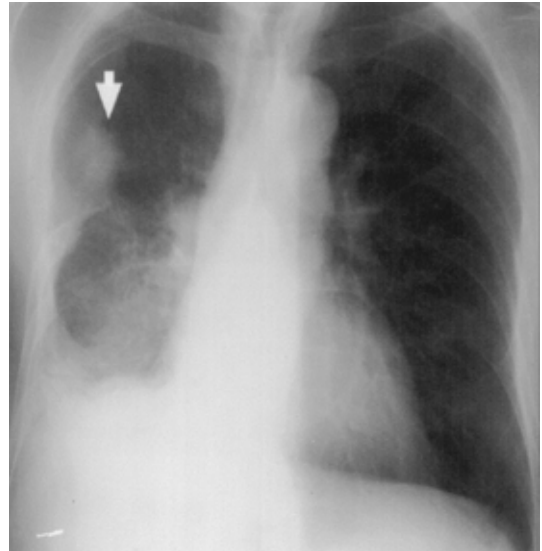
Chest X-ray film showing a recurrent mass in the right middle lung field (arrow) and diffuse air-space pattern in the lower lung field.
